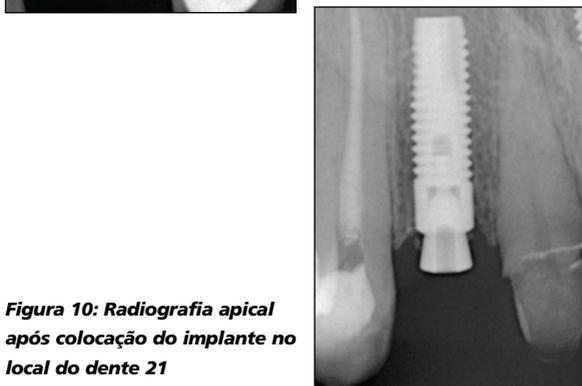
Radiografia apical após colocação do implante no local do dente 21
